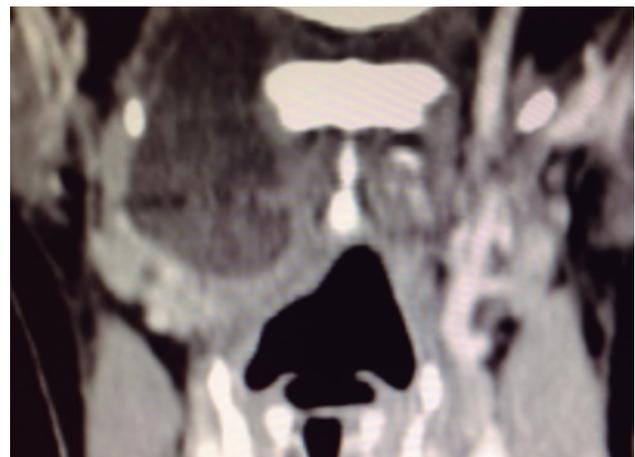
Imágenes del TC en el plano coronal. Afectación parafaríngea.
